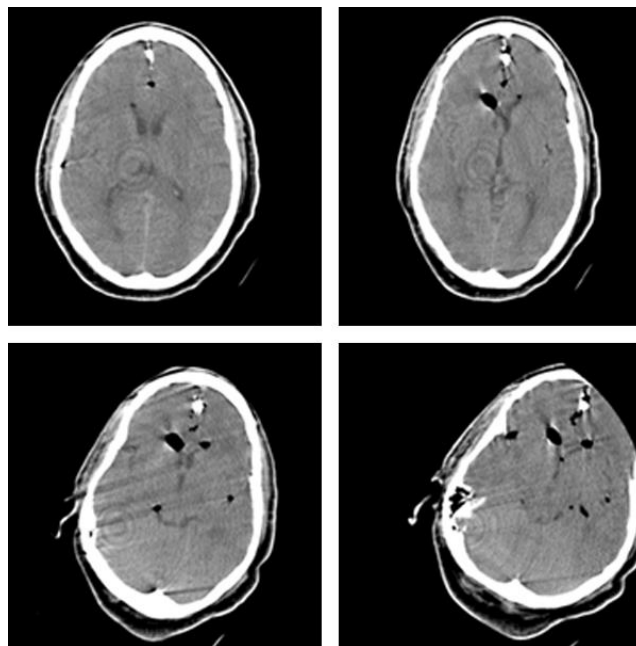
TAC craneal simple inicial que muestra la presencia de áreas de baja atenuación, compatible con NE. Estudio rotado (paciente con excitabilidad psicomotriz a pesar de la sedación ligera); algunos artefactos.
